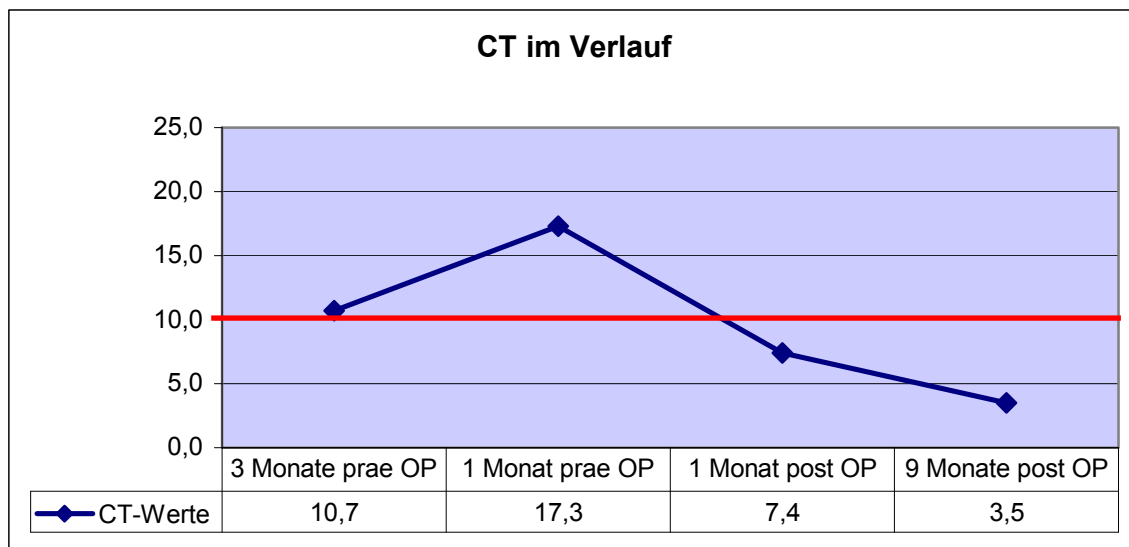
CT-Werte von CCH-Patient 4
